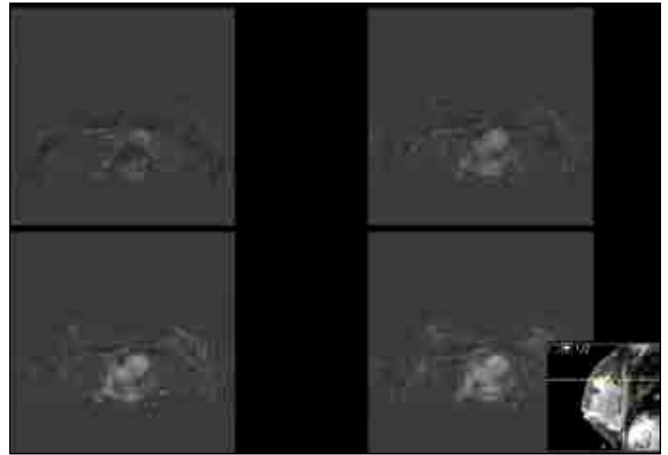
Axial contrast-enhanced T1-weighted fat-suppressed subtraction images show example of moderate BPE in ipsilateral and contralateral breasts.
